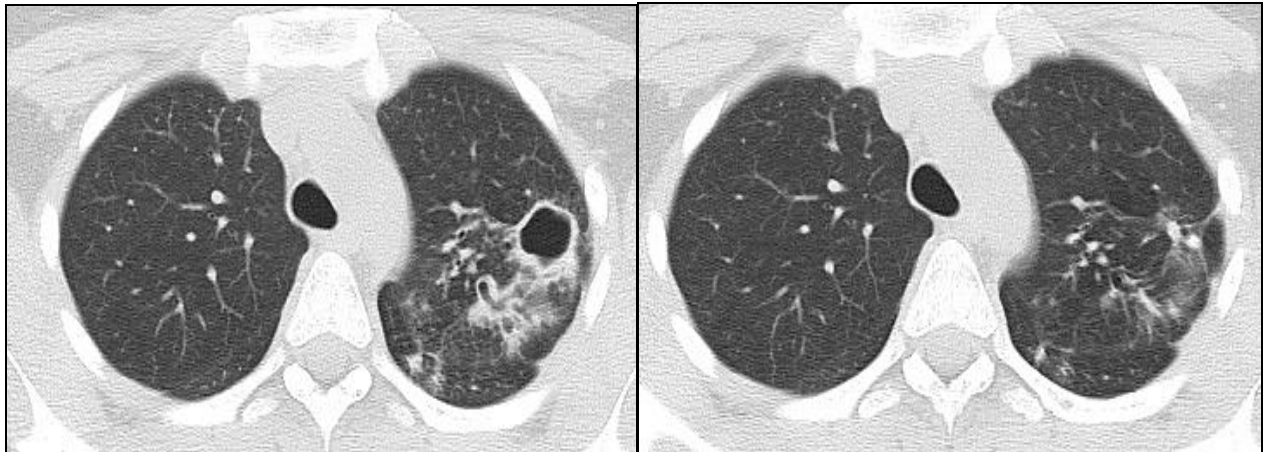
МСКТ ОГП до початку лікування та через 8 місяців ІФ АМБТ
